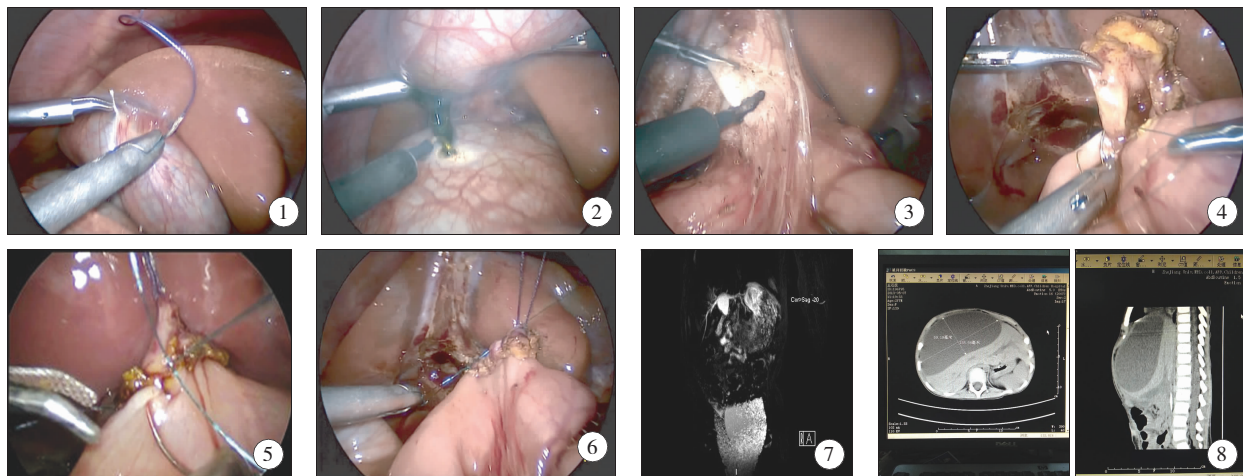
悬吊胆囊; 图 2 打开囊肿前壁; 图 3 锐性分离囊肿 图 4 后壁连续缝合; 图 5 前壁连续缝合; 图 6 完成缝合打结; 图 7 MRCP 提示肝总管稍扩张,伴远端信号中断; 图 8 CT 显示肝下包裹性积液
